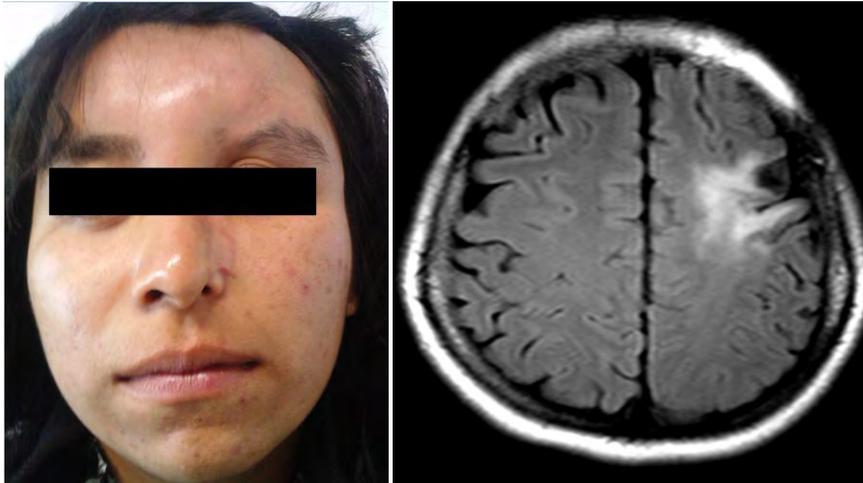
Paciente 5. (A) Atrofia Hemifacial Izquierda. (B) IRM de cráneo en secuencia T2 FLAIR Axial. Se observa adelgazamiento de la corteza cerebral en la 2ª circunvolución frontal izquierda con gliosis subcortical adyacente la cual se identifica como imagen hiperintensa.
